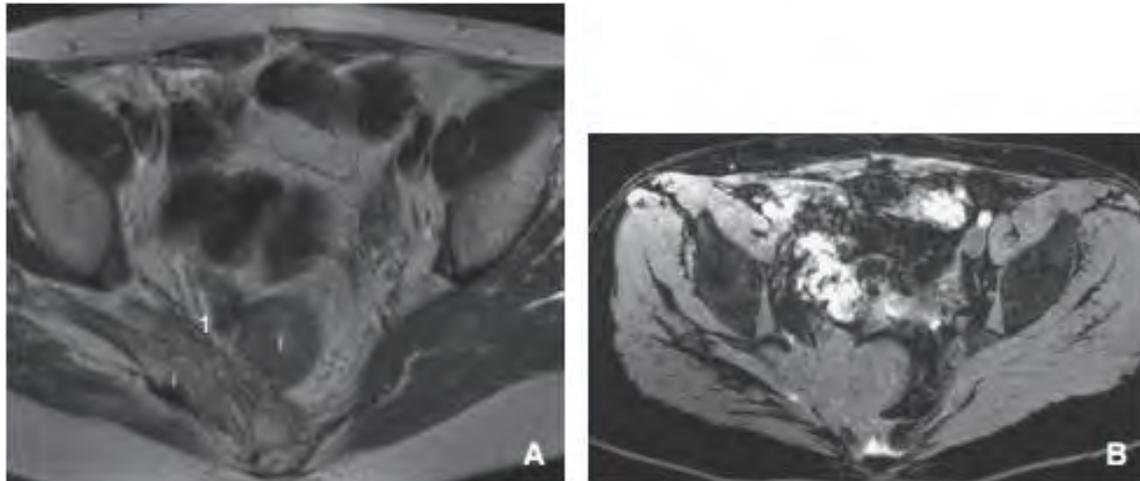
coupe IRM présentant une endométriose profonde des ligaments ronds et de la partie postérieure du torus utérin, d'après Bazot M et al. [28]
